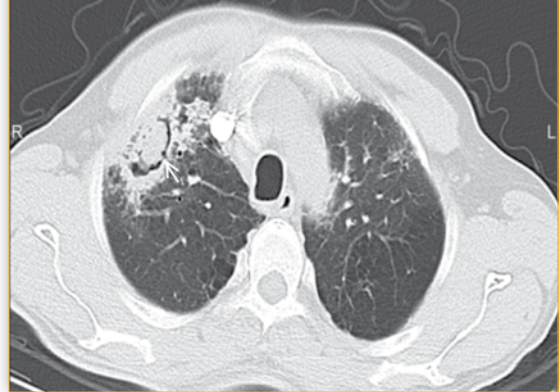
Toraks BT’de makronodüller.
